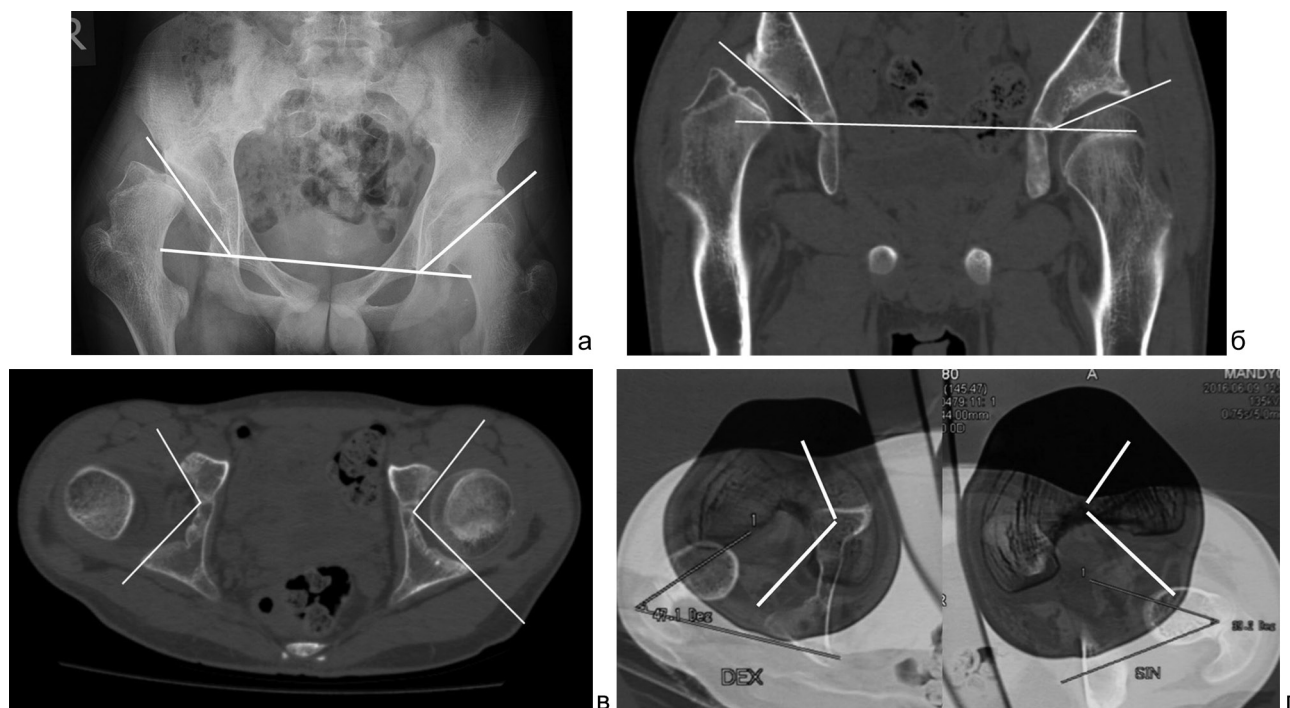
Рентгенограммы таза в прямой проекции и КТ пациента 15 лет, IV уровень GMFCS: а – рентгенограмма таза, правосторонний вывих: угол Sharp 52° (справа), 46° (слева); б – фронтальный срез: АИ справа – 41°, слева – 25°; в – аксиальный срез: аксиальный ацетабулярный индекс: 109° – справа, 96° – слева; г – углы антеверсии шеек бедер (справа – 47°, слева – 39°)
